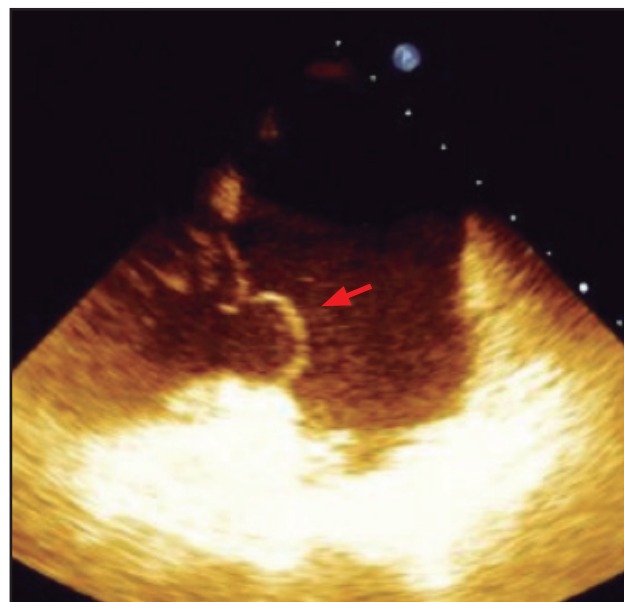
Imagen de ecocardiograma transefágico. La flecha roja se encuentra dirigida evidenciando el movimiento ondulante de la valva anterior de la válvula tricúspide por ruptura de cuerda tendinosa.
